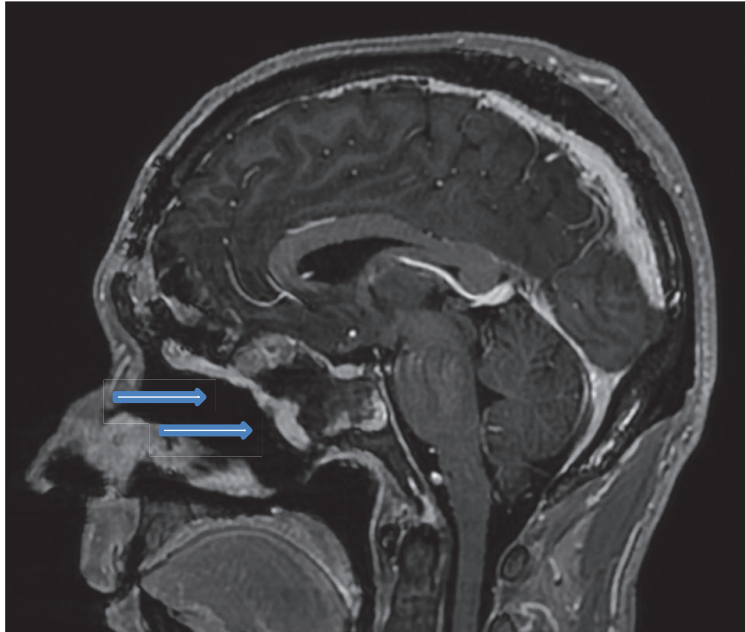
RM de paciente intervenido en nuestro centro hospitalario.
